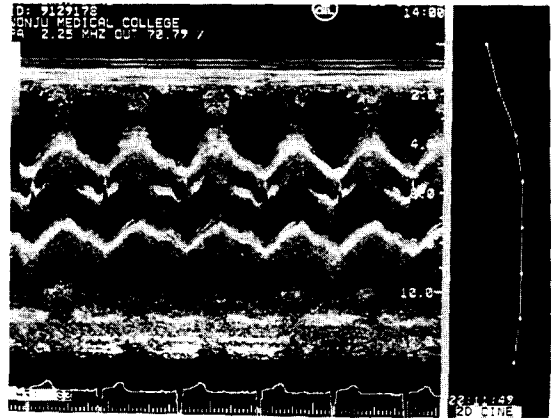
Preoperative M-mode echocardiogram shows mid-systolic closure of the right coronary cusp suggesting of left ventricular outflow tract obstruction.
